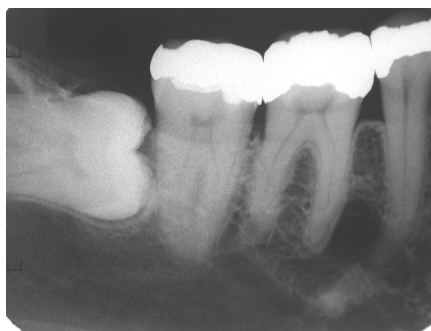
Área radiolúcida de limites definidos na região periapical dos dentes 45 e 46, com presença de halo radiopaco envolvendo a lesão.
